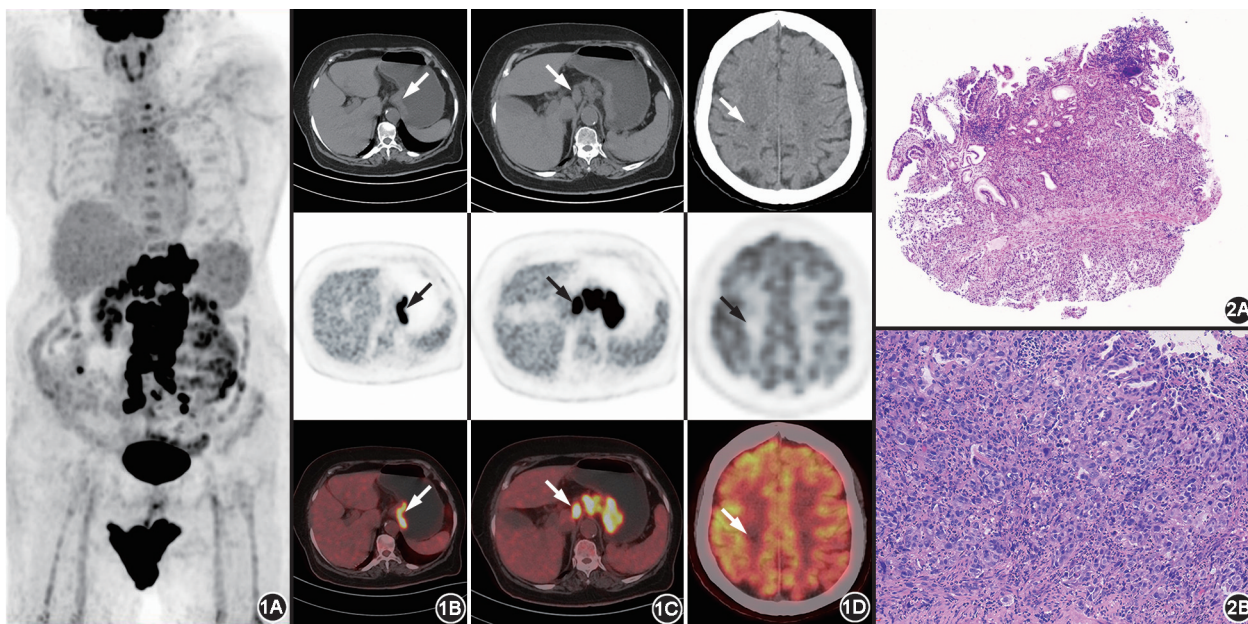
脑梗死为首发表现的特鲁索综合征患者 (女, 72 岁) ¹⁸F-FDG PET/CT 显像图。1A. 最大密度投影 (MIP) 图示胸、腹盆腔多发代谢异常增高灶; 1B. 贲门-胃底-胃体胃壁明显增厚, 较厚处达 29 mm, 代谢异常增高, SUV_{max} 为 20.7 (箭头示); 1C. 腹腔肝胃间隙多发肿大淋巴结伴代谢异常增高, 较大者大小为 24 mm×14 mm, SUV_{max} 为 25.8 (箭头示); 1D. 颅脑多发斑点、斑片状梗死灶, 未见明显代谢增高 (箭头示)
